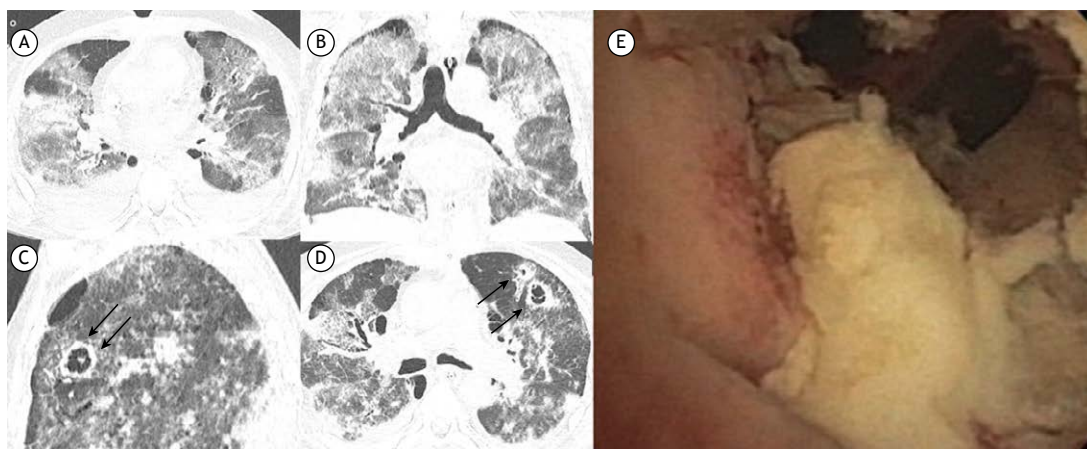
Em A e B, respectivamente, TC axial e coronal de tórax mostrando extensas opacidades em vidro fosco bilaterais, associadas com reticulação fina e pequenos focos de consolidação, consistentes com COVID-19. Notar também derrame pleural bilateral. Em C e D, respectivamente, TC sagital e axial de tórax mostrando lesões pulmonares escavadas (setas) no lobo superior esquerdo sobrepostas aos achados pulmonares de COVID-19. Em E, achados broncoscópicos de tecido necrótico macroscópico e secreção amarelada, sugerindo a presença de colonização fúngica.
